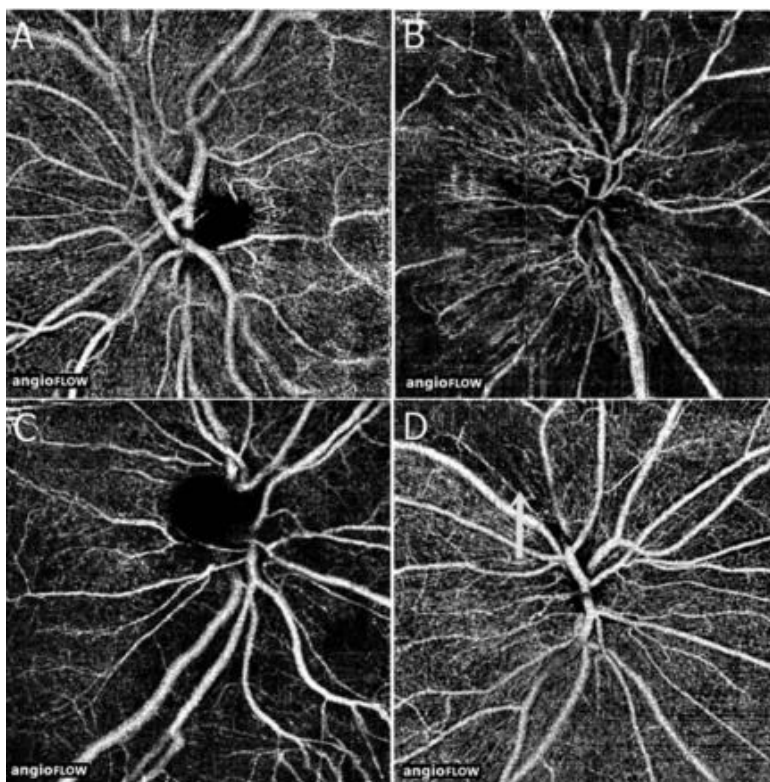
Angiograma obtido por OCTA centrado no disco ótico. A: sem patologia; B: oclusão aguda da Artéria Central da Retina; C atenuação da Rede Microvascular em Oclusão Crônica de Artéria Central da Retina; D: atenuação focal da rede vascular em OAR aguda. Retirado de *Bonini Filho, M. A. et al. Optical Coherence Tomography Angiography in Retinal Artery Occlusion. Retina 35, 2339–2346 (2015).*
